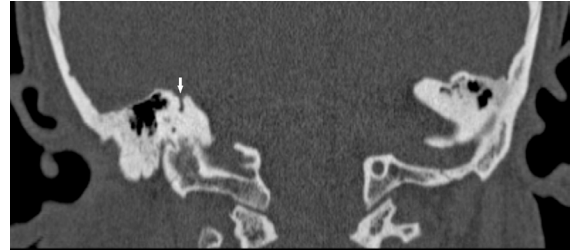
Aksiyal temporal kemik BT görüntüde bilateral fenestral tip otosklerozu olan hastada solda oval pencere anteriorunda dansite azalması (beyaz ok)
